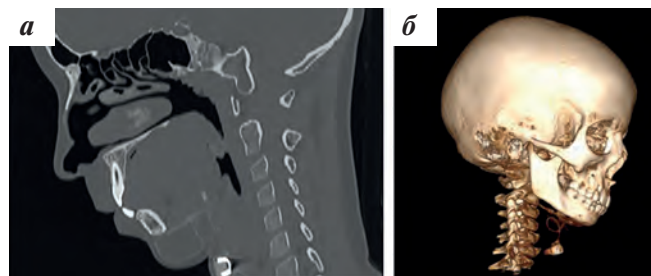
МСКТ головы и шеи после установки подкожного эспандера: а – сагиттальная проекция; б – 3D-реконструкция
